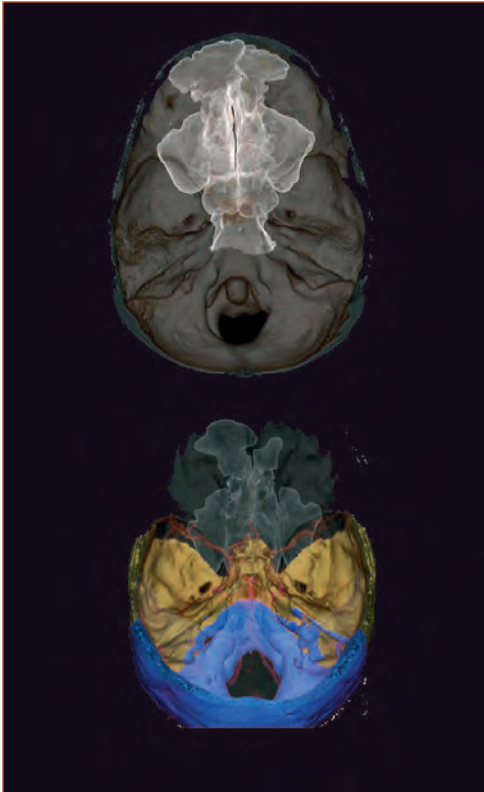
Imagem dos SPN e cavum, projectada à base do crânio (TC 3D).
